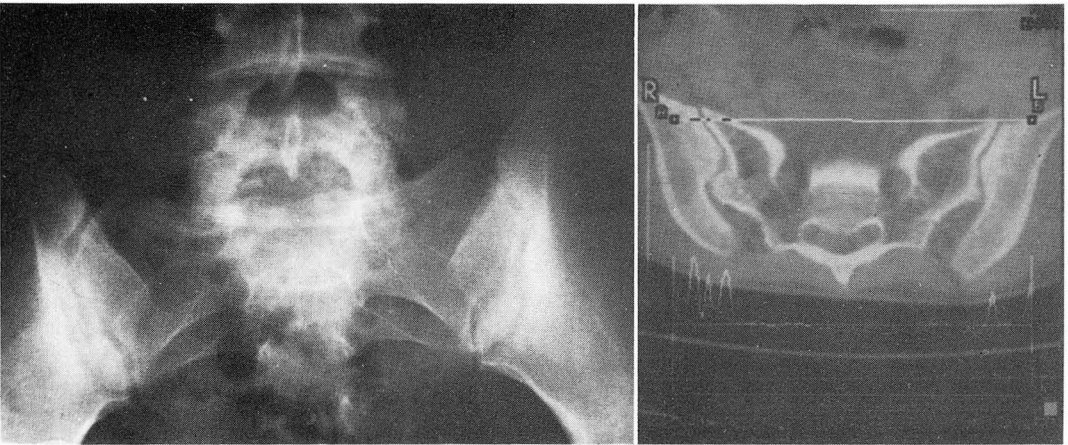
Osteitis condensans ilii on both KUB and CT.
